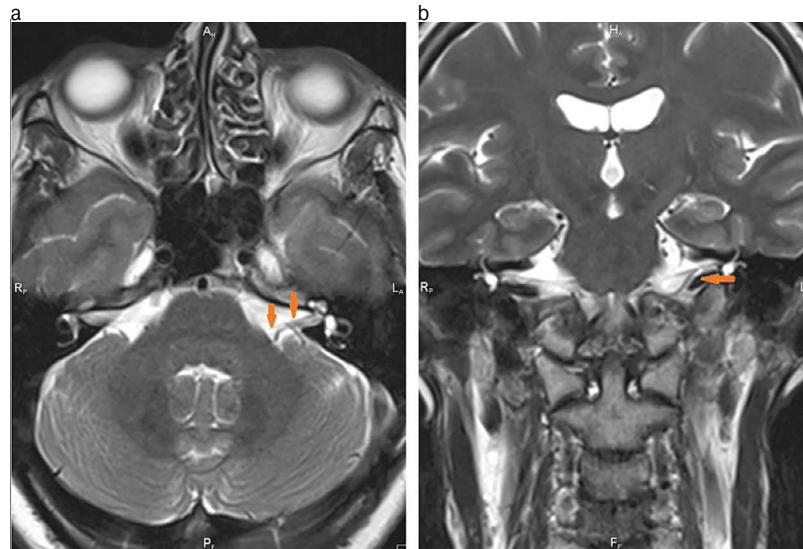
Лицевой нерв на МРТ головного мозга.
